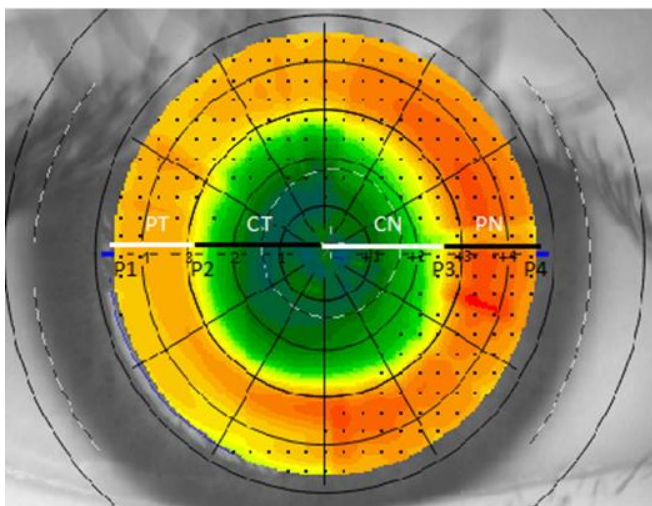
Topografía axial comparativa del mes en la que se muestran las diferentes zonas del moldeo corneal, siendo PT: periferia temporal, CT: centro temporal, CN: centro nasal y PN: periferia nasal. P1: fin del encorvamiento medio-periférico temporal, P2: fin de la zona central temporal, P3: fin de la zona central nasal y P4: fin del encorvamiento medio-periférico nasal.
